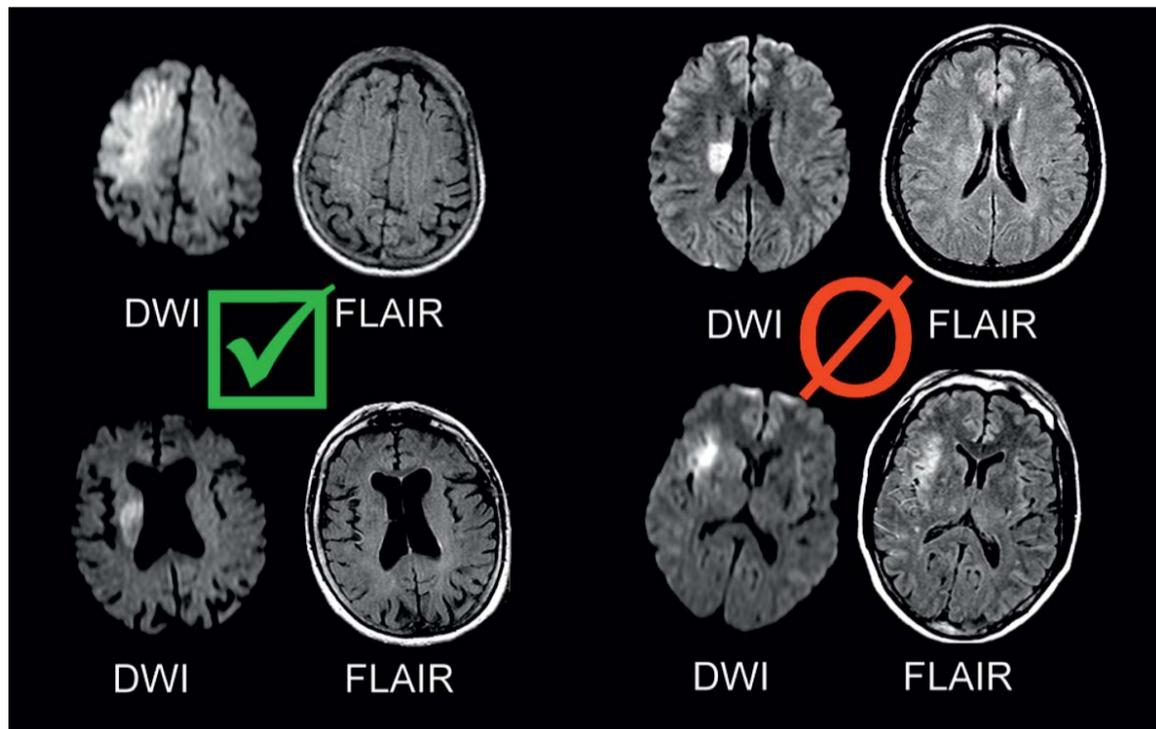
MRT-Beispiele. Linke Seite: Beispielbilder von zwei Patienten mit typischem Befund eines DWI-FLAIR Mismatch (sichtbare akute Schlaganfallläsion im DWI, aber keine eindeutige Hyperintensität in der korrespondierenden Region im FLAIR); rechte Seite: Beispielbilder von zwei Patienten mit klar sichtbarer Hyperintensität im FLAIR in der Region der akuten DWI-Läsion – kein DWI-FLAIR Mismatch. Abkürzungen: DWI = Diffusion Weighted Imaging; FLAIR = Fluid Attenuated Inversion Recovery.
